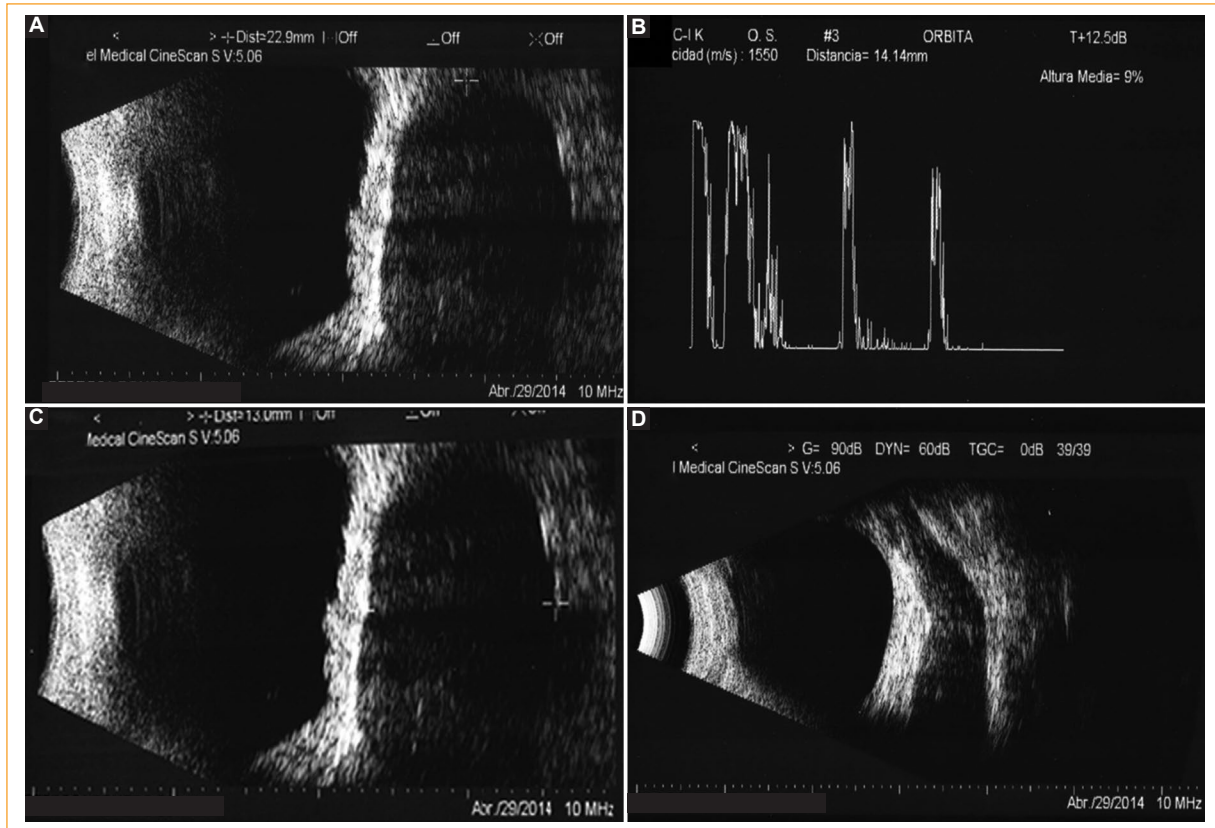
Ultrasonido estandarizado. A y C: modo B, en el que se evidencia una masa de 22.9×14.4 mm detrás del globo ocular, con deformación de la pared ocular y pliegues retinales. B y D: modo A, en el que se observa una lesión homogénea de bordes bien delimitados, estructura interna regular y baja reflectividad (9%) dentro de los músculos extraoculares, especialmente el recto inferior. Estos hallazgos son sugestivos de metástasis orbitaria.
